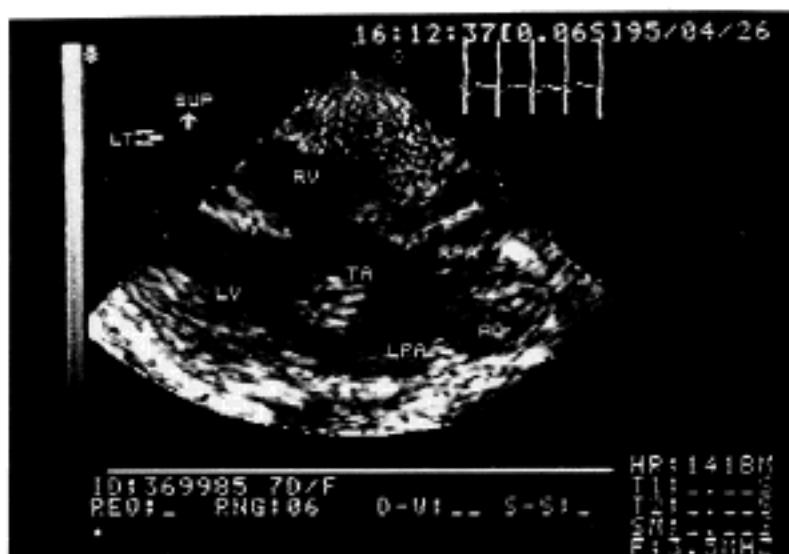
Echocardiogram of case 1 shows pulmonary arteries (RPA, LPA) arising from a single arterial trunk (TA). (RV, right ventricle; LV, left ventricle; AO, aortic arch).
